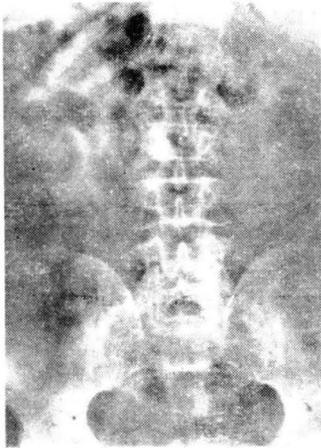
(Obs. IV). Radiografía simple postoperatoria. Ningún fragmento de cálculo restante.
